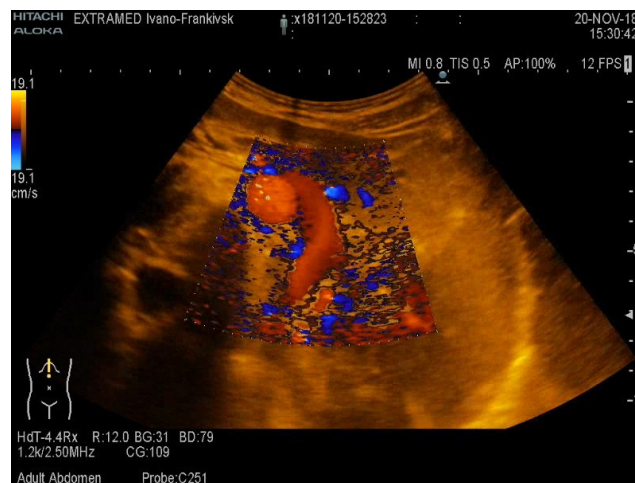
Ultrasound pattern of “the nutcracker syndrome” (color Doppler mode).
